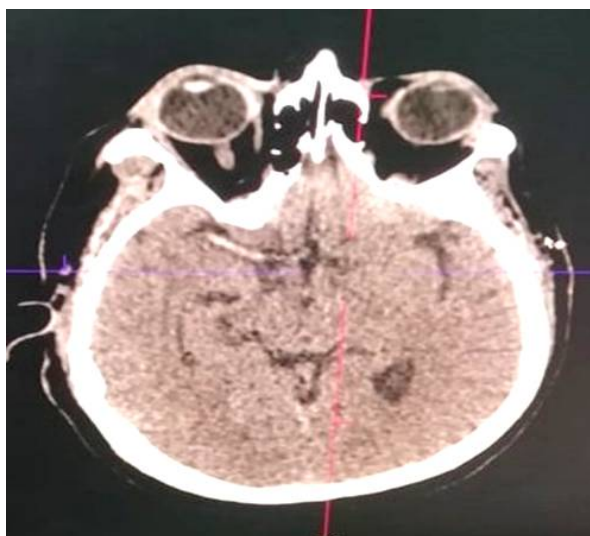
Brain CT scan shows hyperdense right middle cerebral artery
